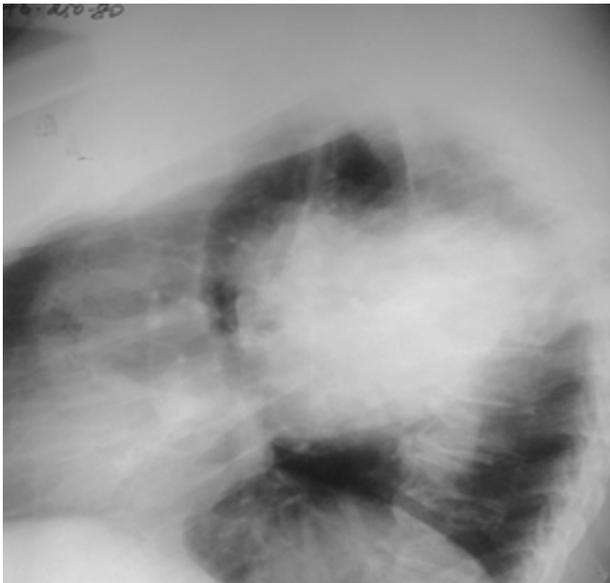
Рентгенограмма органов грудной клетки в боковой проекции: в верхних отделах средостения определяется округлое образование с четкими ровными контурами диаметром около 15 см.
